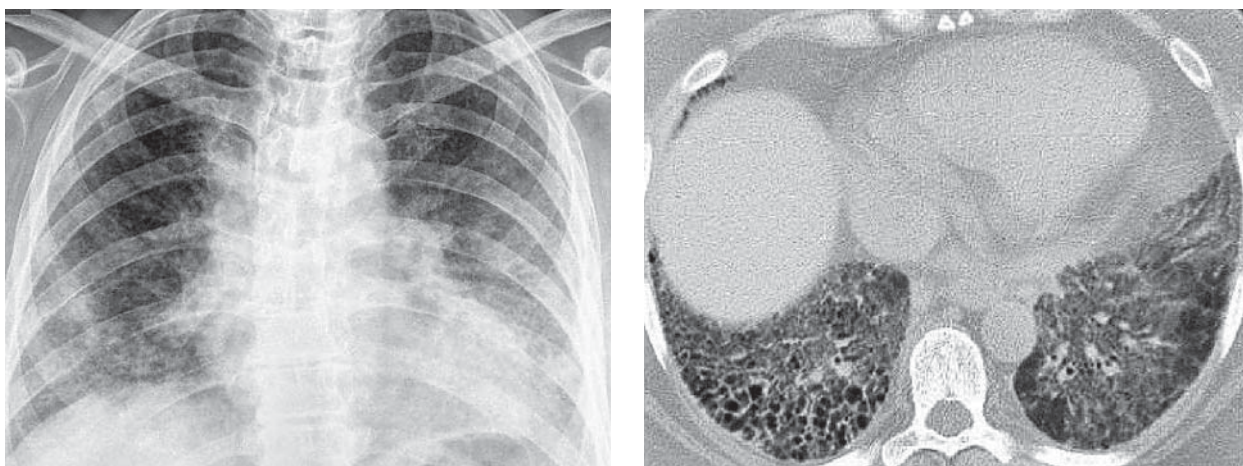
Саркоидоз органов дыхания IV стадии (РГ и КТ): распространенный фиброз легких с наличием сотовых изменений
